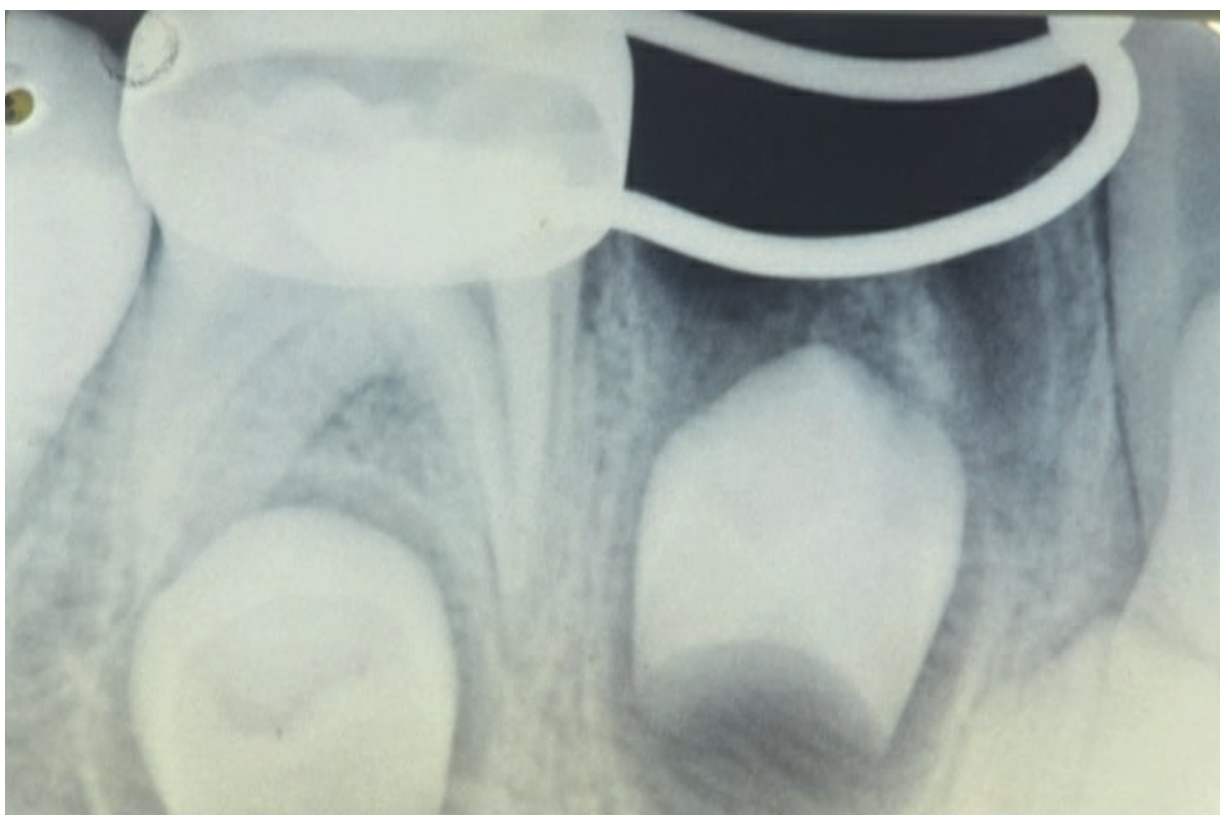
Radiografia após a instalação do mantenedor banda alça. Fonte: Os autores.
